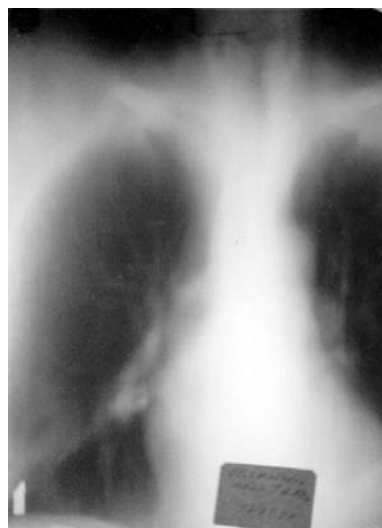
Томограмма больной И.
